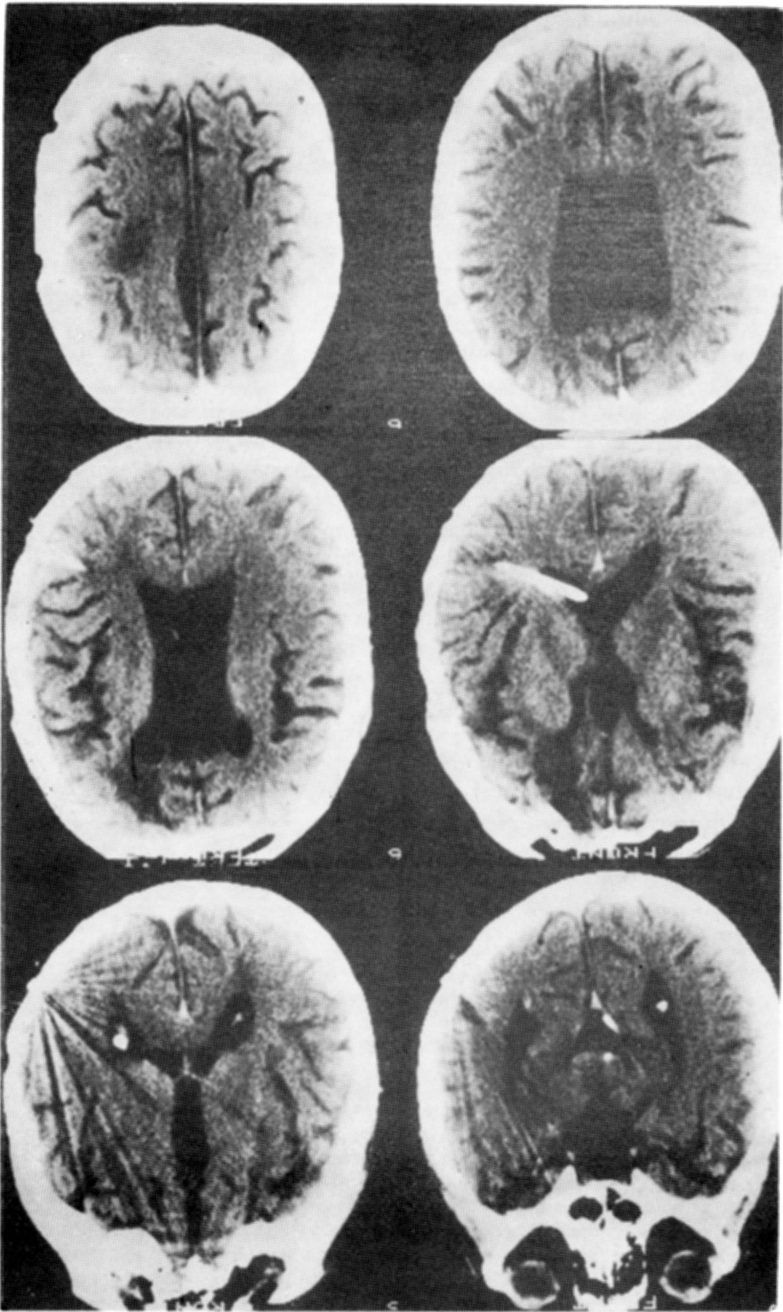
Caso 2. Tomografia axial computadorizada de crânio: controle pós-operatório.
